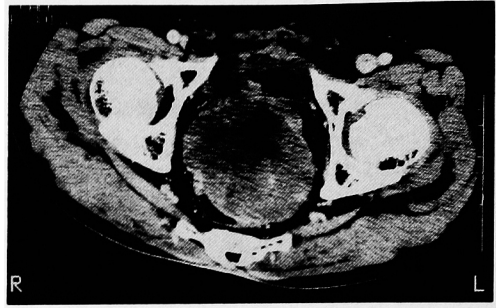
Pelvic CT scan: Low density tumor was seen at retrovesical space.
